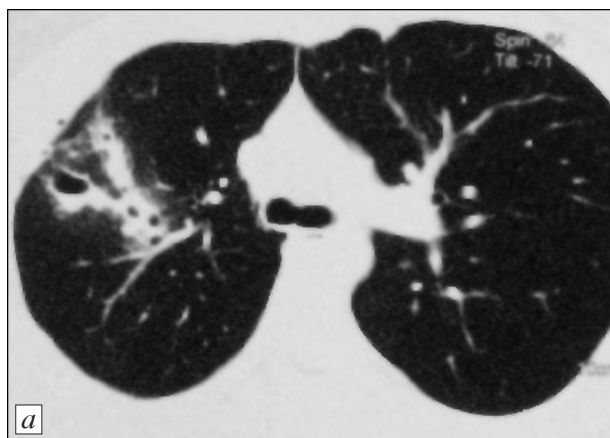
Компьютерная томограмма грудной клетки пациентки У., 25 лет.
